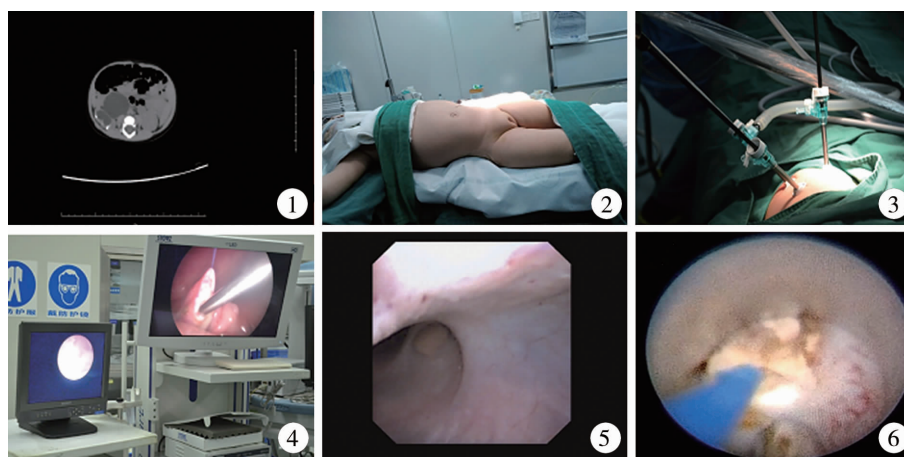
UPJO 合并肾盂多发结石患儿 CT 图 图 2 UPJO 合并肾结石患儿行腹腔镜手术的体位 图 3 UPJO 合并肾结石患儿行腹腔镜手术的腹腔镜通道 图 4 UPJO 合并肾结石患儿手术中经 Trocar 引入输尿管软镜 图 5 UPJO 合并肾结石患儿手术中输尿管软镜探查肾盏 图 6 UPJO 合并肾结石患儿行钬激光碎石
